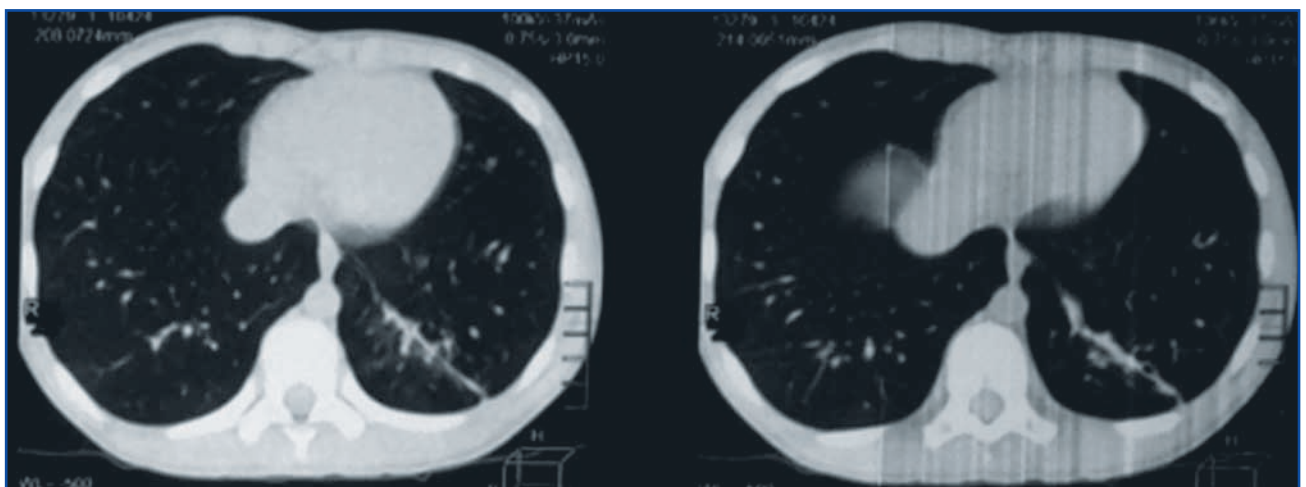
МСКТ ОГК (31.05.2019): КТ-ознаки бронхопневмонії нижньої частки лівої легені, ускладненої формуванням субсегментарного ателектазу, одиничними бронхоектазами нижньої частки
